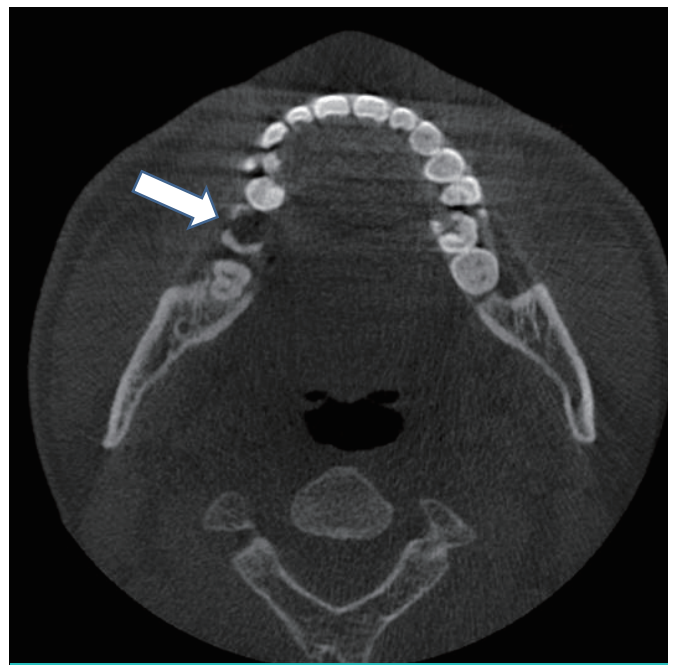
A unilocular cystic lesion is observed on an apical area of the right first molar on CT scan.
